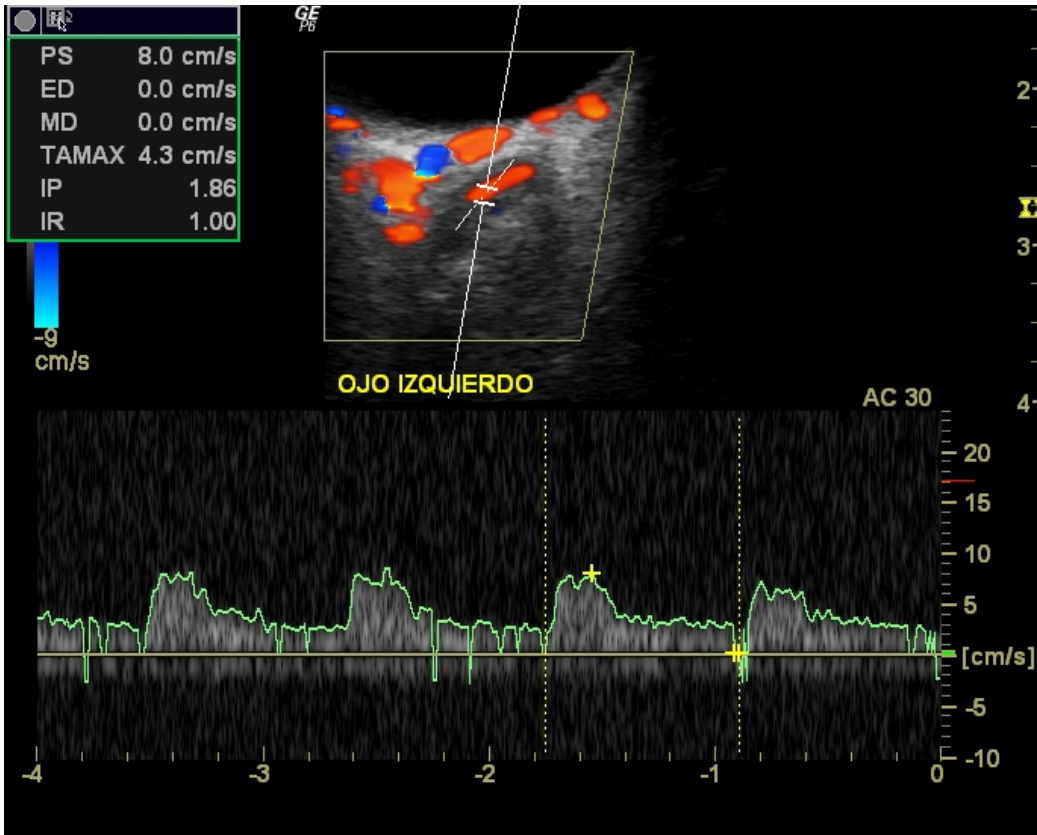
Estudio de ecografía Doppler color y con análisis espectral de paciente femenino de 53 años con diagnóstico de glaucoma de ángulo abierto de presión normal. Se observa disminución de la velocidad de la ACR y aumento del índice de resistencia.
